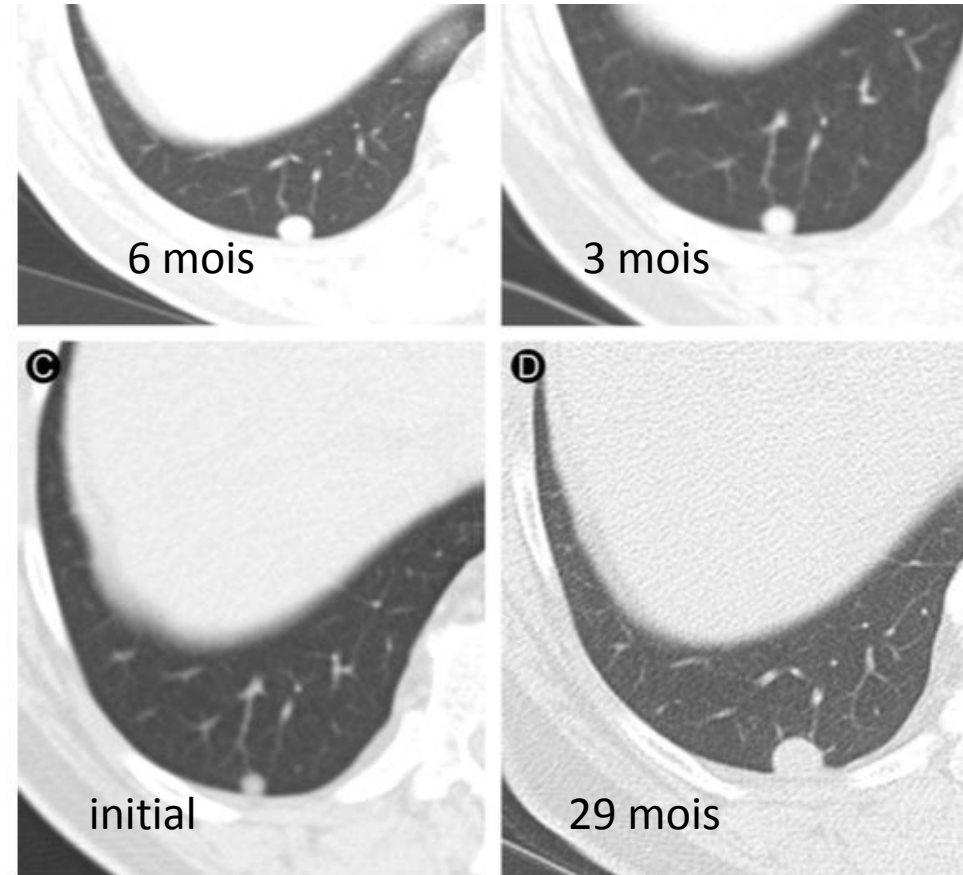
Improved growth characterization by comparison to multiple examinations. A well-circumscribed round right lower lobe nodule (A) in a patient with renal cell carcinoma appears unchanged in comparison with 3 months prior appearance (B). When comparing with the CT obtained 6 months prior (C), an increase in nodule size is noticeable, emphasizing the need to compare with more remote studies. On a study performed 29 months later (D), the nodule is
